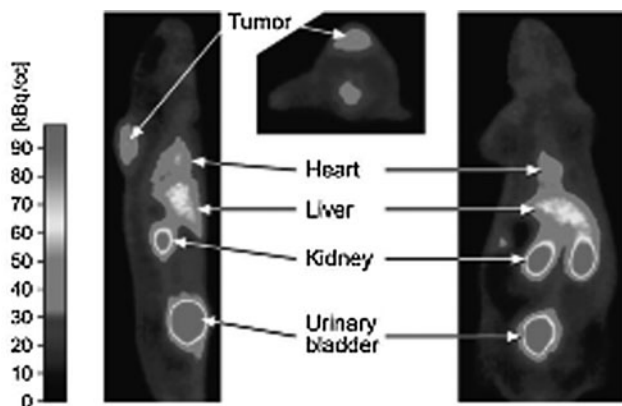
Positron emission tomography (PET) imaging. Image taken from Ujula et al. Reprinted with permission from American Chemical Society Copyright (2010).
